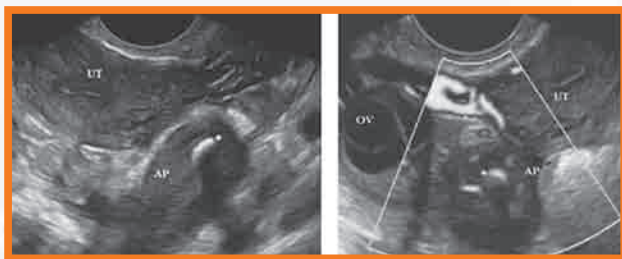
Imágenes de ultrasonido transvaginal sobre fosa iliaca derecha con hallazgos precisos de apendicitis: (A) Apéndice ampliada (AP) con fecalito en el apéndice.* (B) Útero (UT) y ovario derecho (OV), el apéndice esta hiperémico (AP) visualizado en corte transversal, con fecalito en el apéndice.
